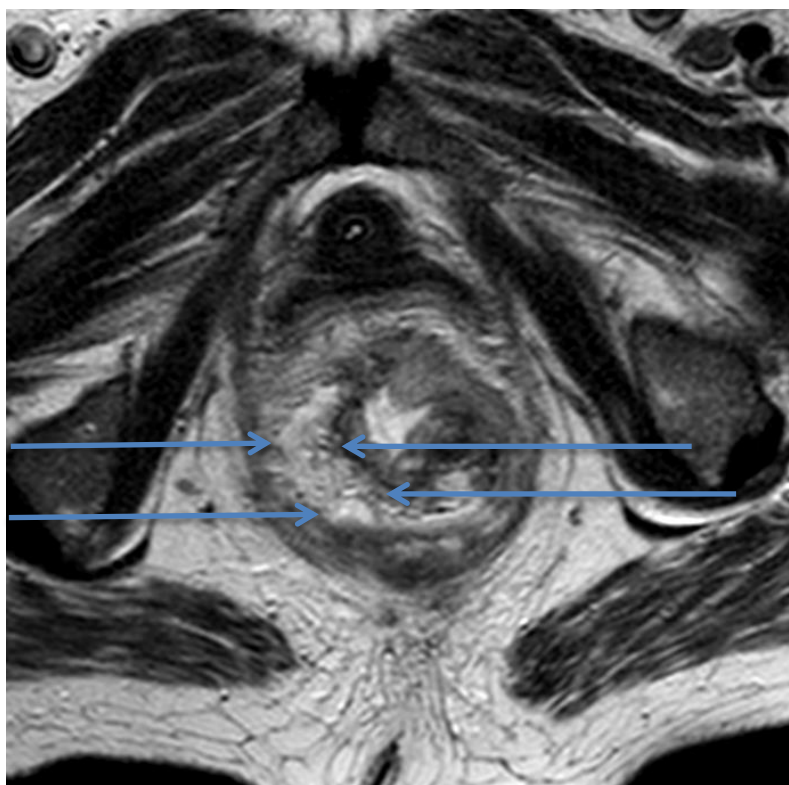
МР-томограмма пациентки Н., 77 лет, и/б 2007-16. Диагноз: Абсцесс в параректальной клетчатке. Состояние после ТЭМ по поводу ворсинчатой аденомы прямой кишки на высоте 5см от наружного края анального канала до 5,0 см в диаметре. Стрелками указана полость абсцесса в параректальной клетчатке с жидкостным содержимым.
